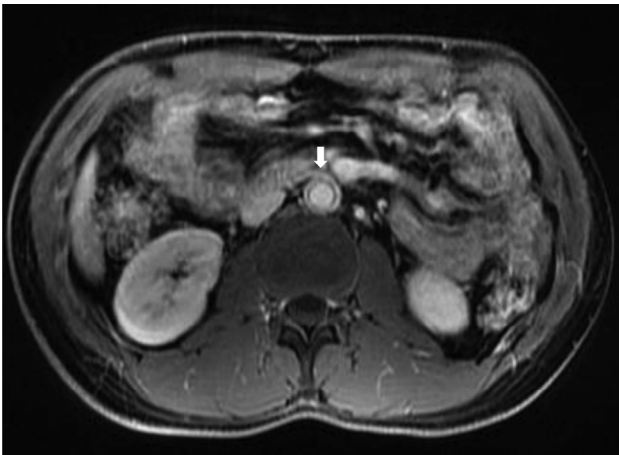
Magnetic resonance angiography. Delayed hyper-enhancement (arrow) of the arterial wall suggesting active arteritis.
